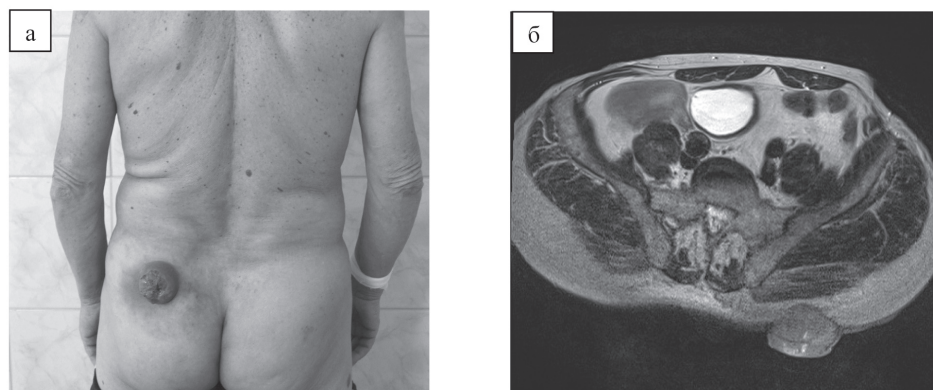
Внешний вид больного с метастазом в кожу левой ягодичной области (а) и результаты магнитно-резонансной томографии (б)
